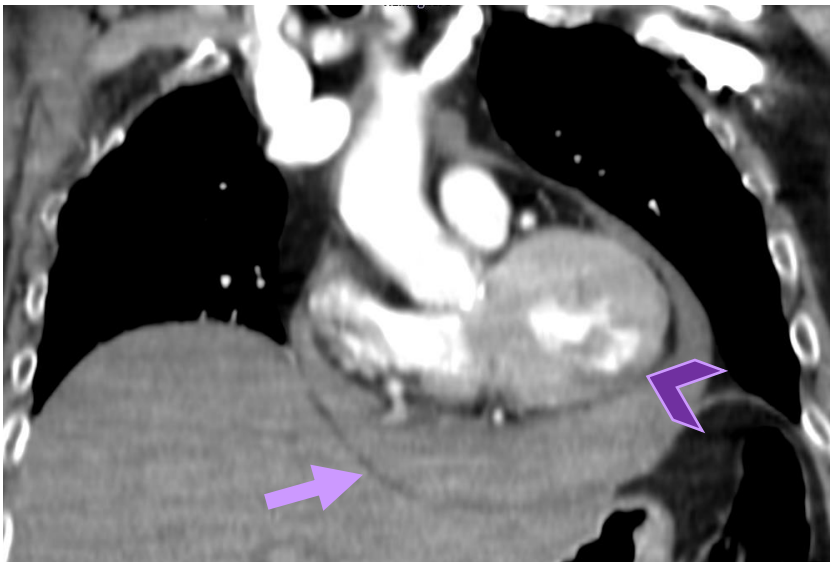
Paciente de 81 años que presenta shock y sospecha de síndrome aórtico. En el TC se identifica hemopericardio agudo (*flecha*), causado por rotura ventricular (defecto mural del VI, *cabeza de flecha*) probablemente debido a infarto agudo de miocardio.
